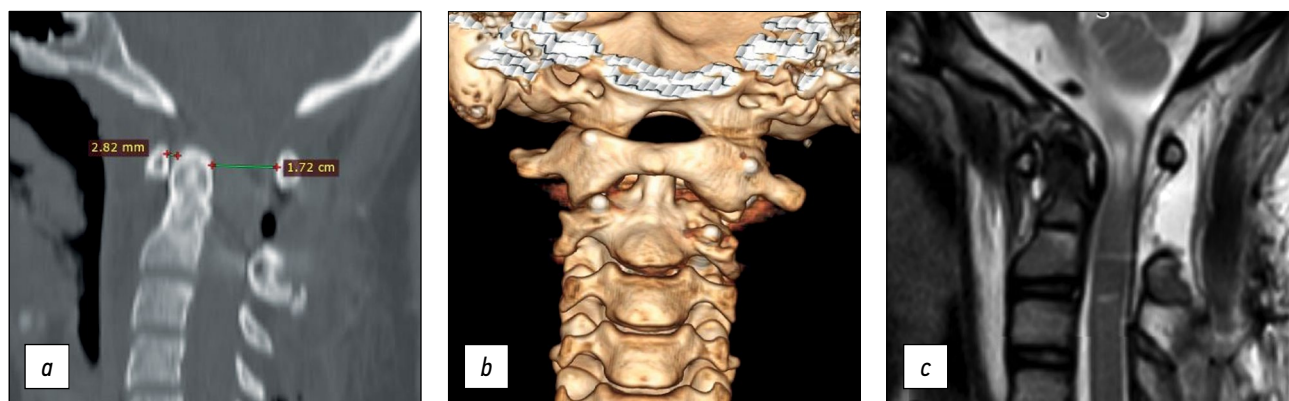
Postoperative radiology examination: *a* — CT sagittal slice, *b* — 3D reconstruction of cervical CT, *c* — MRI sagittal slice with elimination of spinal canal stenosis and residual myelopathy. CT — computed tomography, MRI — magnetic resonance imaging.
